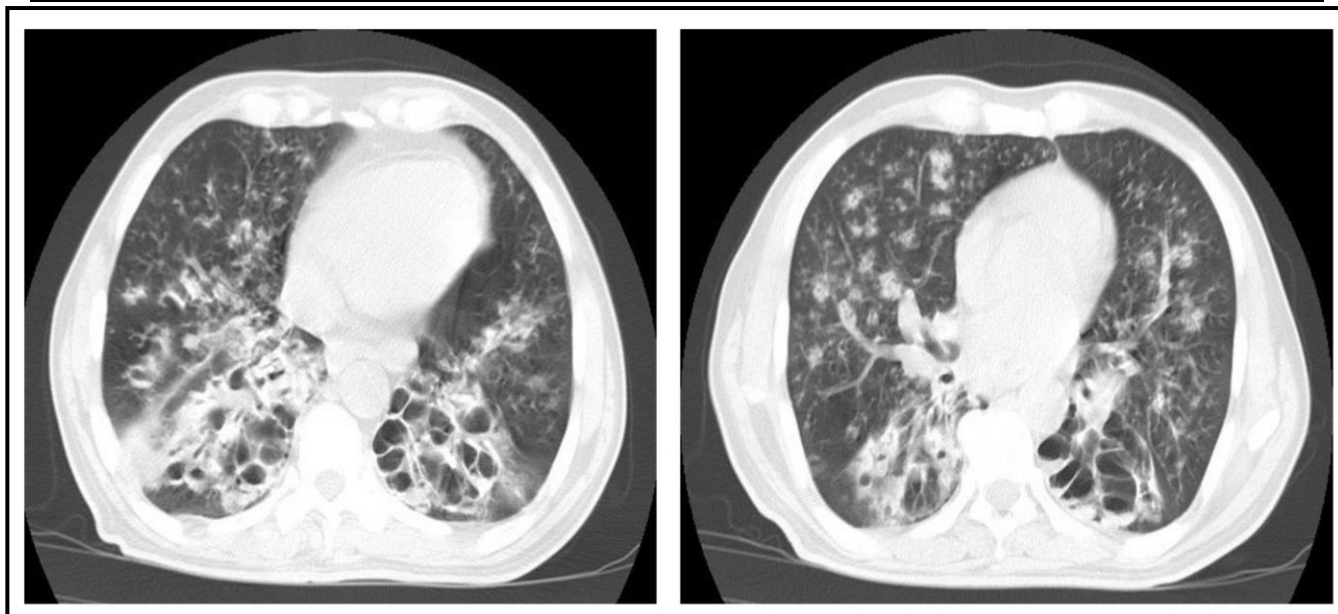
Coupes axiales de la TDM thoracique montrent une bronchectasie kystique séquellaire avec épaissement péribronchique et niveaux hydro-aériques touchant les deux lobes inférieurs. La présence de plages en “tree-in-bud” associées à une bronchectasie kystique infectée évoque une tuberculose active.[50]
